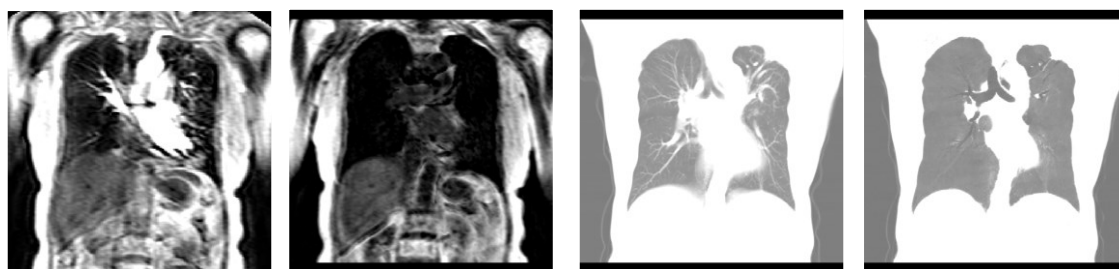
対象画像の例 MR-HIF, MR-LIF, CT-SA, CT-LIT
